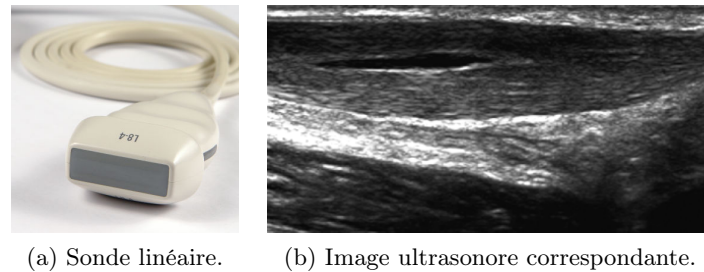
Une sonde linéaire (L8-4, Philips) et l’image ultrasonore correspondante pour un tendon d’Achille.
